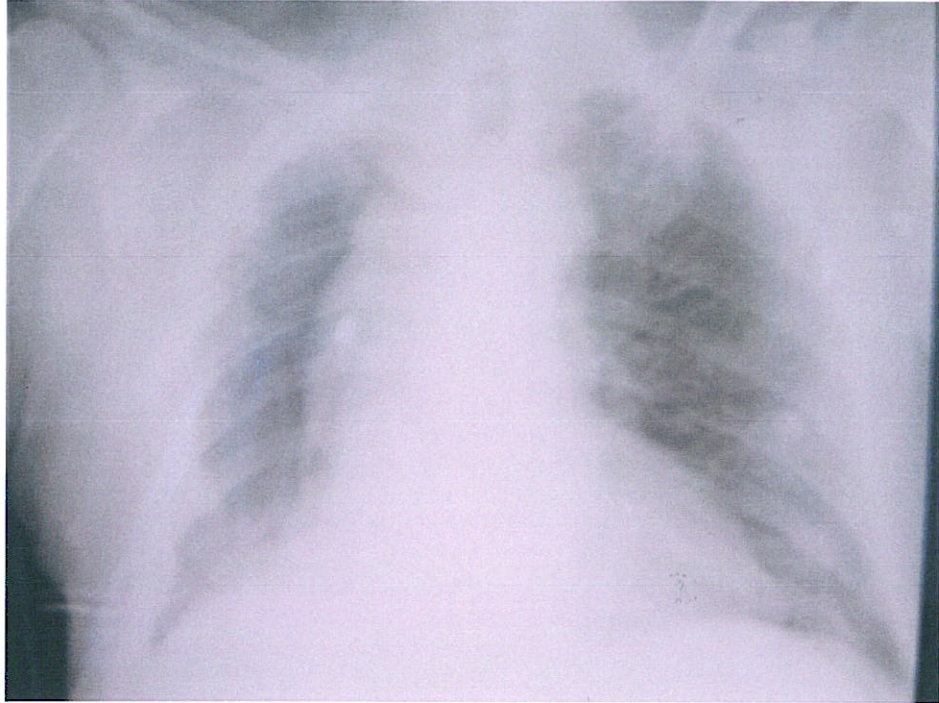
radiographie pulmonaire du 26.09.06.
